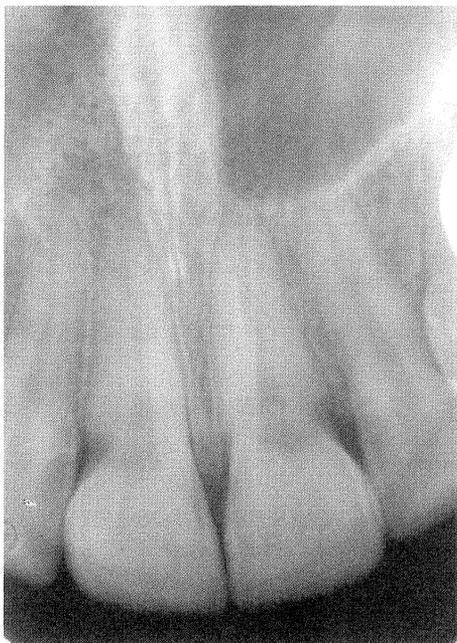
Radiografia pós-operatória de 18 anos. Estabilidade no fechamento do diastema. Saúde periodontal. Configuração em V típica do septo interdental. Cicatrização completa na fenda mediana.
